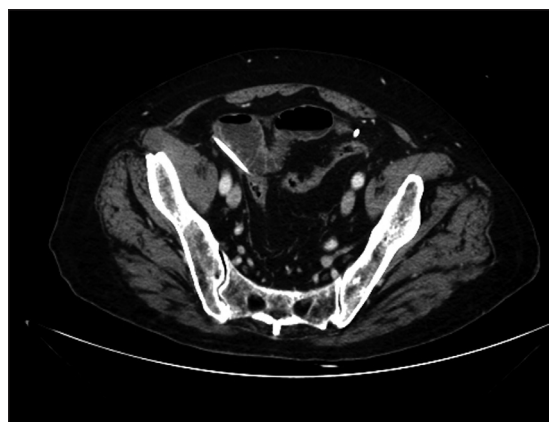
TC corte axial. Cambio de calibre intestinal próximo al catéter.
